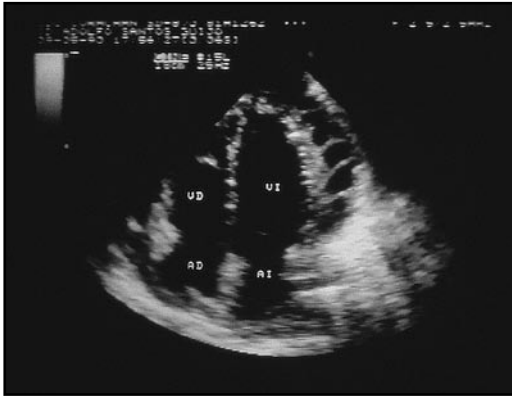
Ecocardiografía de un paciente con pericarditis aguda. Obsérvese la presencia de fibrina en el interior del líquido pericárdico.
